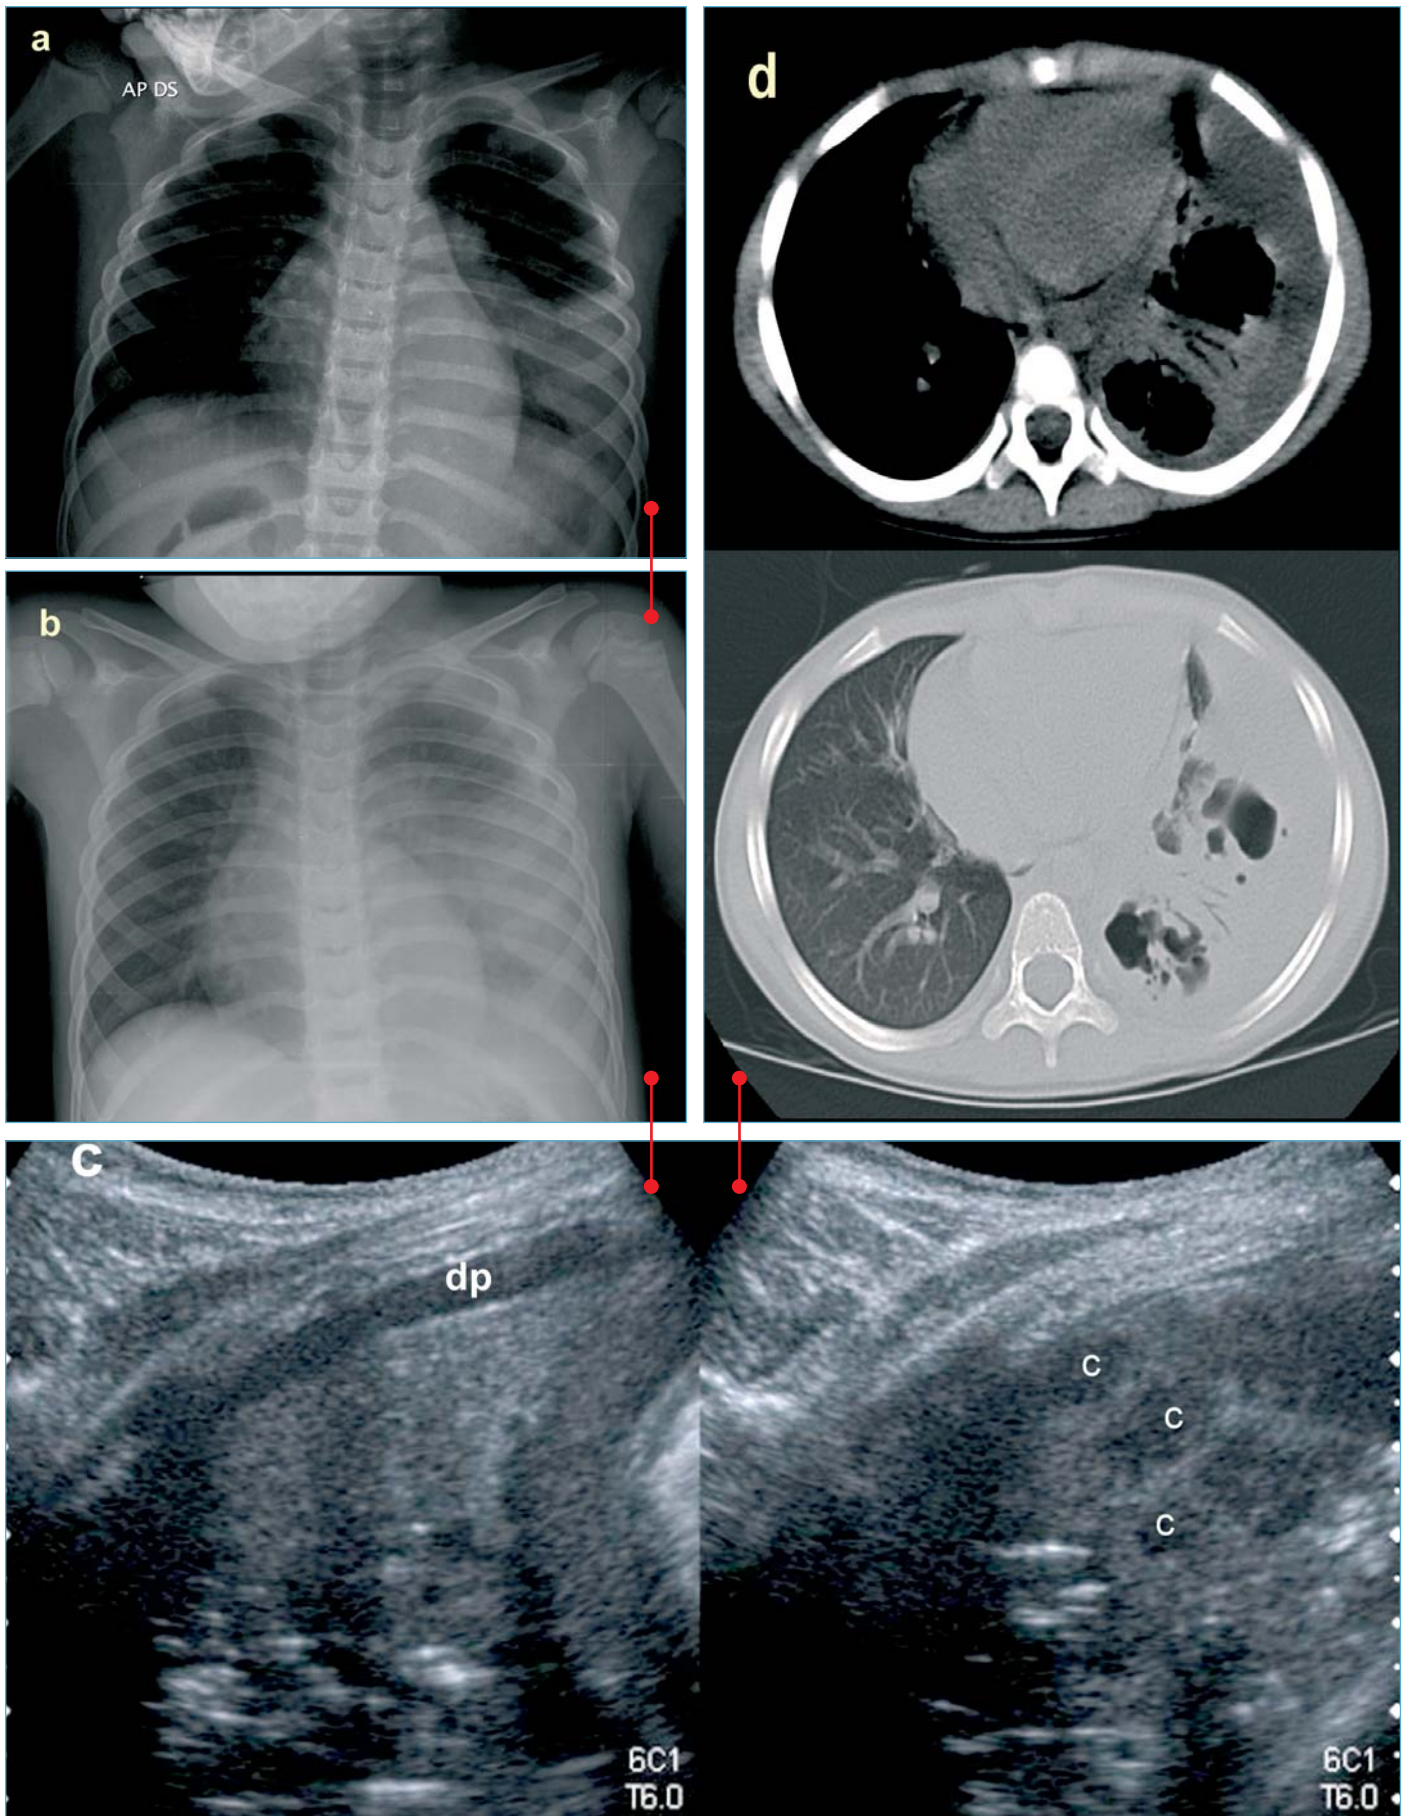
(a-d). Neumonía necrotizante. a. Neumonía LII; b. Se añade derrame pleural; c. En ecografía, se confirma el derrame (dp) con colapso del LII que muestra lesiones hipoeoicas (c); d. La TC confirma el derrame pleural y pone en evidencia las zonas de necrosis pulmonar, con broncograma aéreo en las áreas respetadas.
